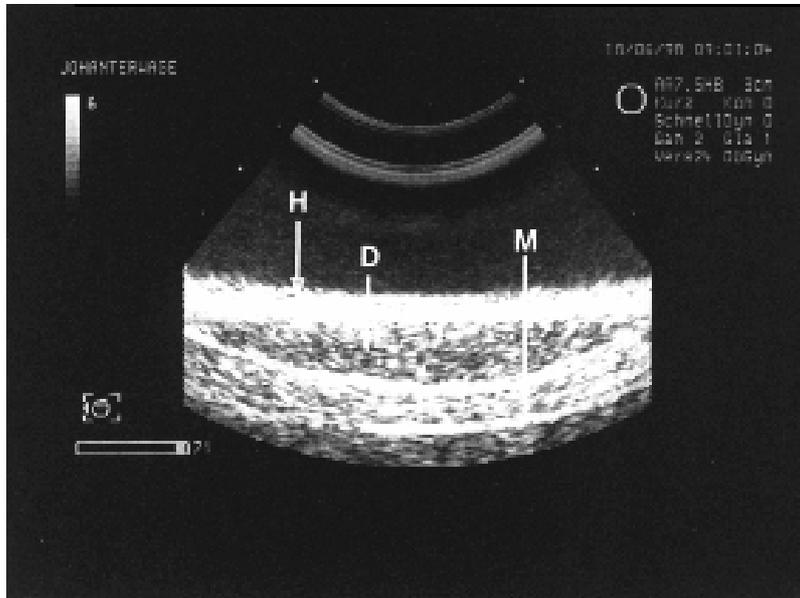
Sonographische Aufnahme des gesunden Drüsengewebes mit deutlicher Sekretion, H: Haut, D: Drüsengewebe, M: Bauchmuskulatur
